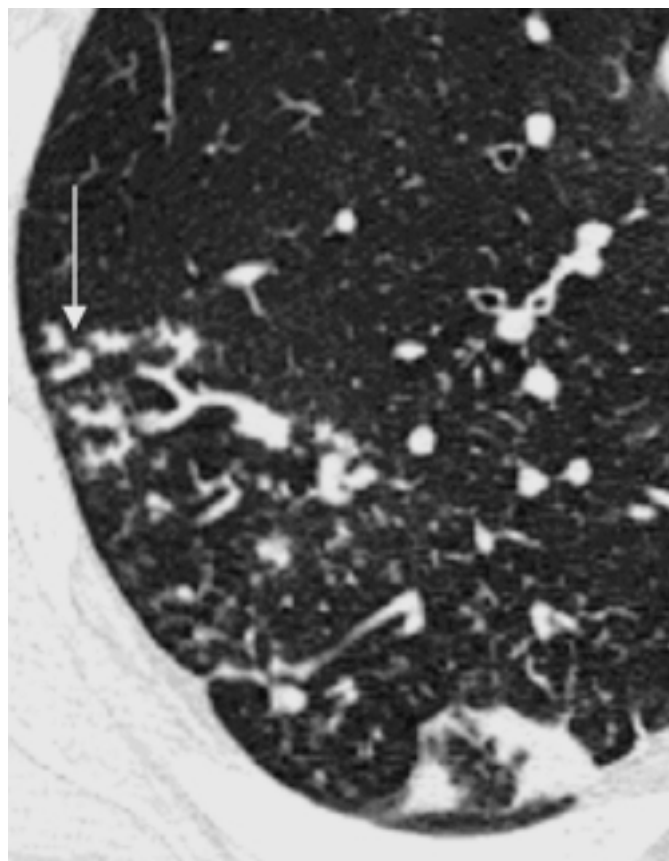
HRCT: Bronchiolitis mit Baumknospenszeichen (Pfeil) und zentrilobulären Noduli.
